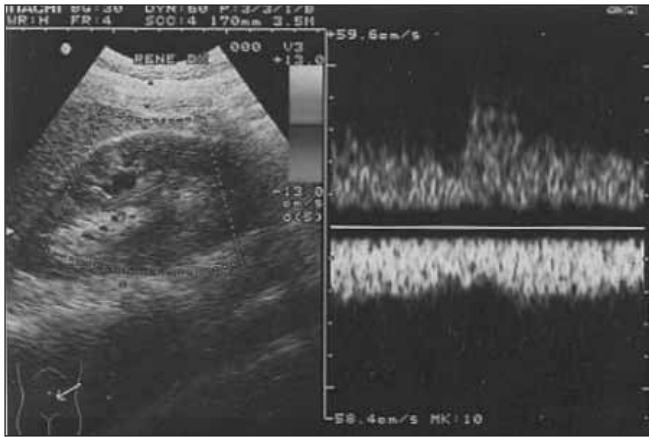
Eco-colorDoppler: segnale di tipo arterioso e venoso alla base della lesione similcistica.
